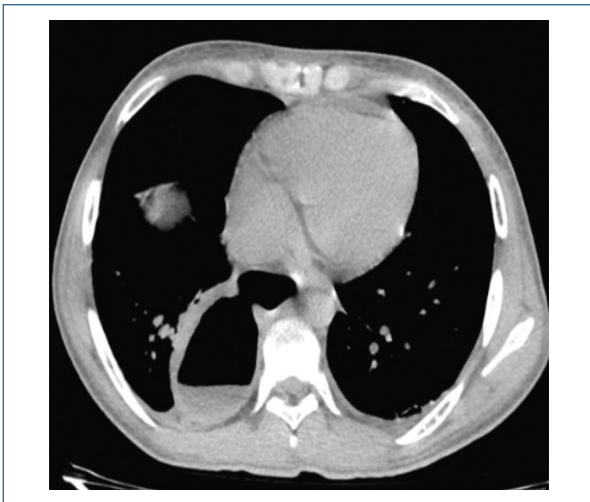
Se muestra corte axial de TAC a nivel torácico, donde se observa estenosis a nivel de píloro, el cual se localiza intratorácico.
